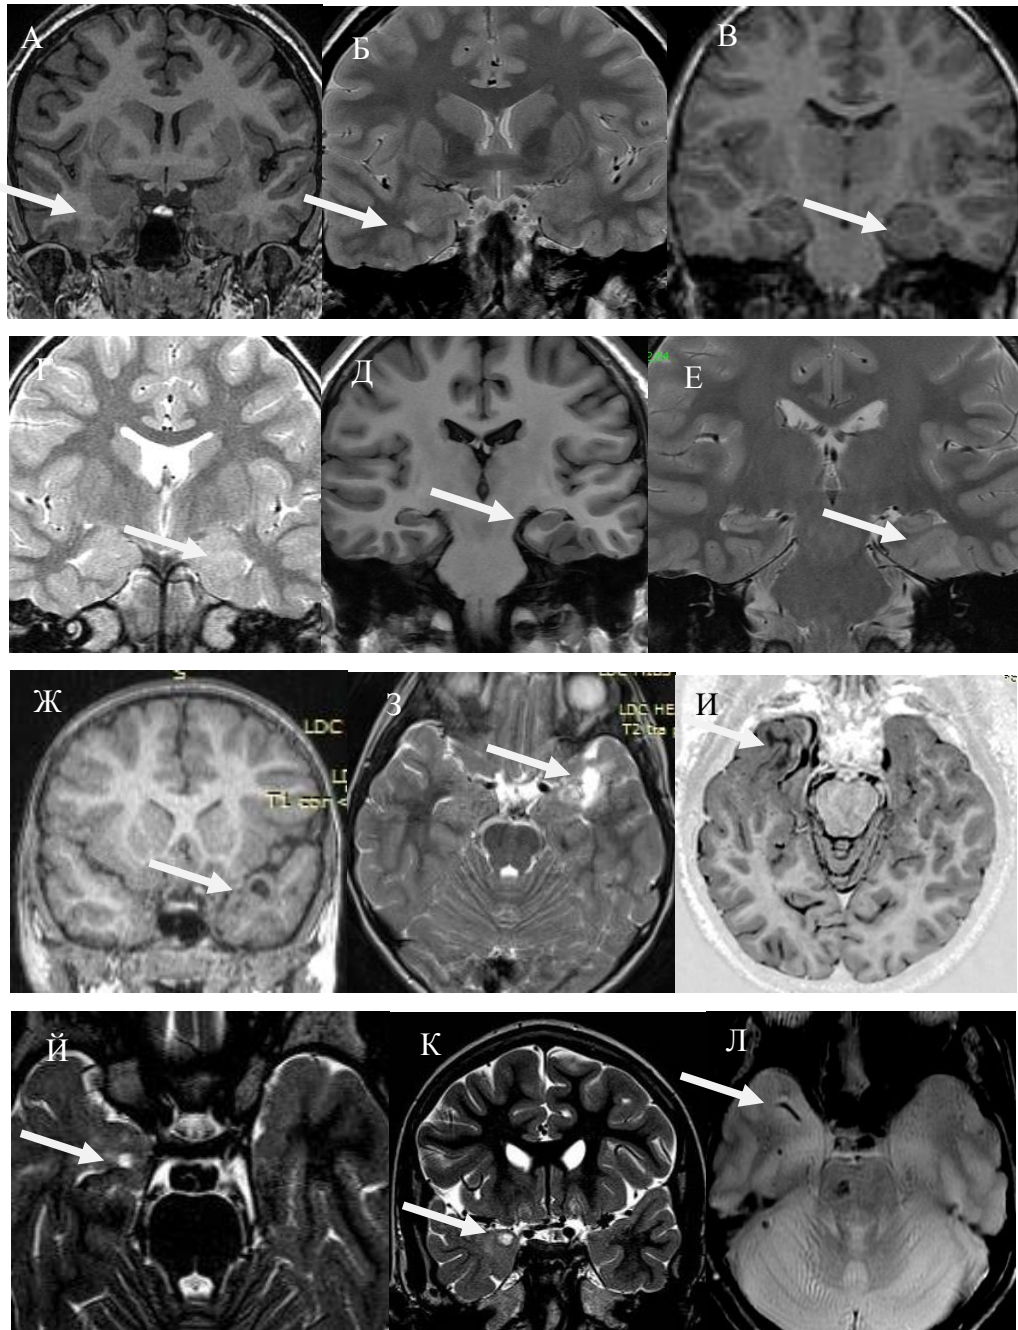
(А-Л) – МРТ 3Тл. Больной К., 16 лет (А, Б). Ист. б. № 3287-13. ФКД II типа медиобазальных отделов правой височной доли на T1 и T2ВИ. Больной Л., 7 лет (В, Г). Ист. б. № 2458-11. На T2ВИ и SPGR последовательности отмечается утолщение кортикальной пластинки крючка парагиппокампальной извилины - субкортикальная гетеротопия. Больной О., 16 лет (Д,Е). Ист. б. № 861-12. Утолщение коры левой височной доли и изменение интенсивности сигналов от субкортикальных отделов на T1 и T2 ВИ. Больной Г., 9 лет (Ж, З). Ист. б. № 1881-13. ФКД IIб медиобазальных отделов левой височной доли. Больной С., 8 лет (И). Ист. б. № 650-13. ФКД IIб полюса правой височной доли. Больная А., 13 лет (Й, К). Ист. б. № 1648-13. ФКД (IIIб) медиальных отделов правой височной доли в сочетании с ДНЭО. Больная К., 3 лет 7 мес (Л). Ист. б. № 1497-10. Кавернозная ангиома правой височной доли.
